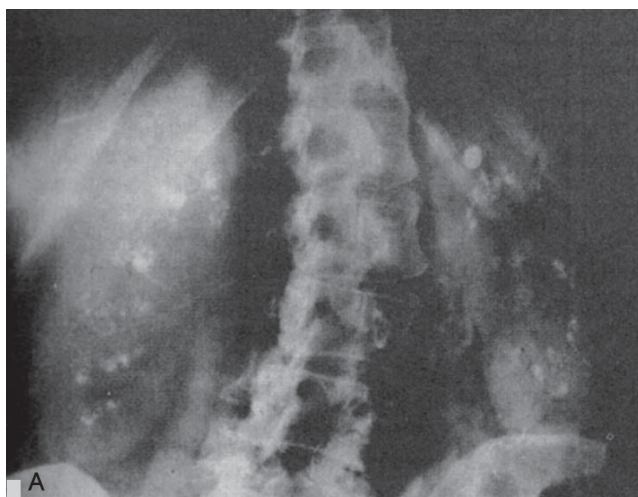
A. Aspectul radiologic al rinichiului spongios. Radiografia abdominală simplă evidențiază calcificări bilaterale.
